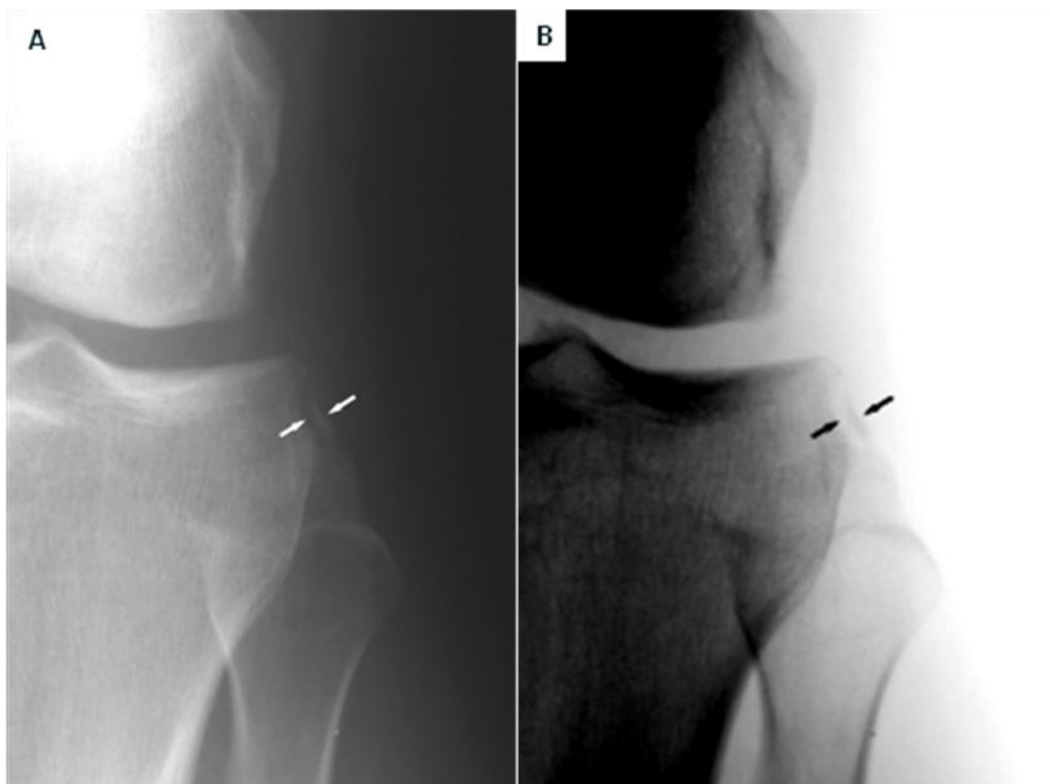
21. A. Radiografía frontal de rodilla, muestra un pequeño fleco óseo lateral al platillo tibial lateral. B. En positivo se demuestra mejor el fragmento óseo separado de la porción meniscotibial de la porción del tercio medio del ligamento capsular lateral, cuyo hallazgo indica la necesidad de explorar la posibilidad de un desgarro del ligamento cruzado anterior.
